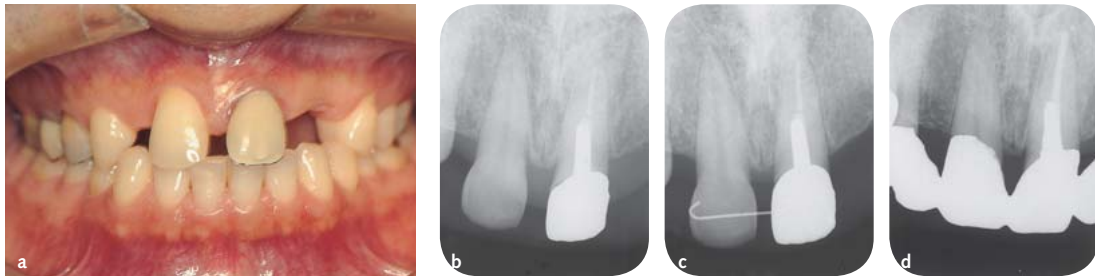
Patient mit weitem Canalis incisivus. (a, b) Befund im Oktober 1990 bei der ersten Untersuchung. Der Patient wünschte einen Diastemaschluss. Der Röntgenbefund ergab, dass dies wegen des weiten Canalis incisivus schwierig werden würde. (c) Der Abstand konnte kieferorthopädisch (mit Gummibändern) nur wenig geschlossen werden. (d) Die Restlücke wurde prothetisch geschlossen.
